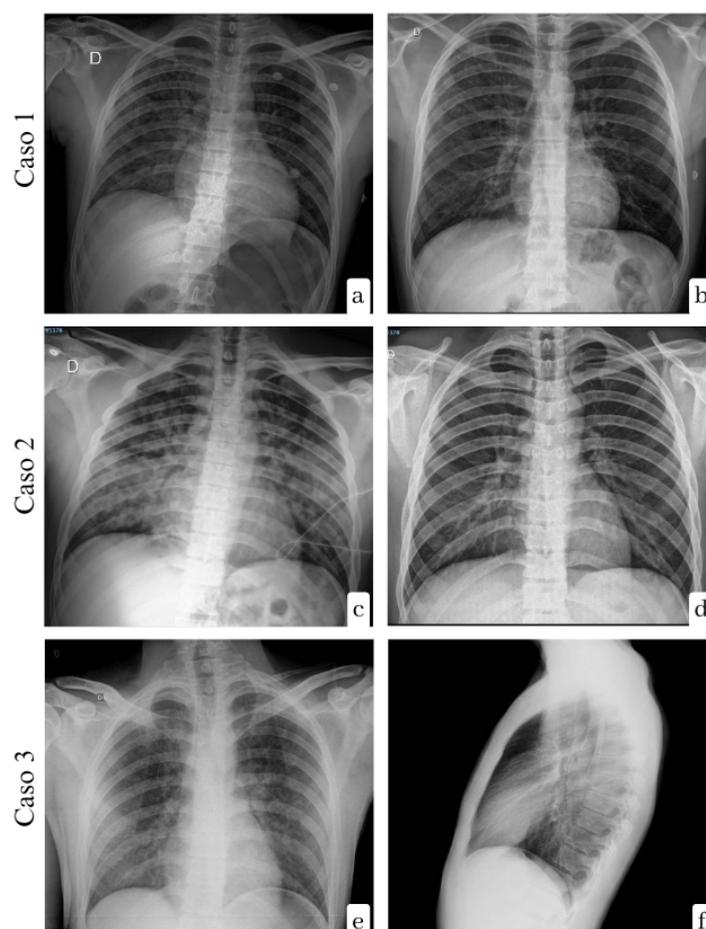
Radiografias de tórax realizadas no momento do diagnóstico (imagem a, c, e) e após resolução do quadro de EPPN (imagem b, d, f) conforme os três casos clínicos relatados. Fonte: Autor, 2023.
